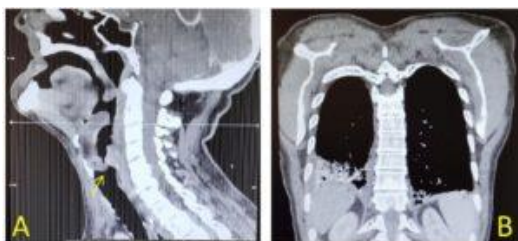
Importantes cambios inflamatorios a nivel supraglótico, con estrechamiento casi completo de la vía aérea (ver flecha) y signo del pulgar. Figura 2B. TC coronal torácico donde se objetiva neumonía basal y derrame pleural derecho.
